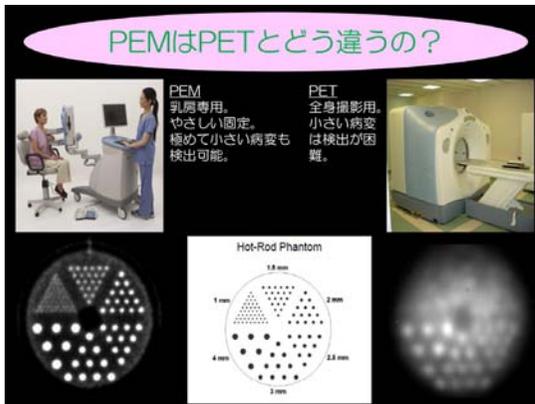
全身用PET/CTの分解能が、4mmなのに対して、PEMでは1.5mmと非常に高分解能な画像診断が可能となっている。これは慢性関節リュウマチの小関節のPET診断にも有効である。
